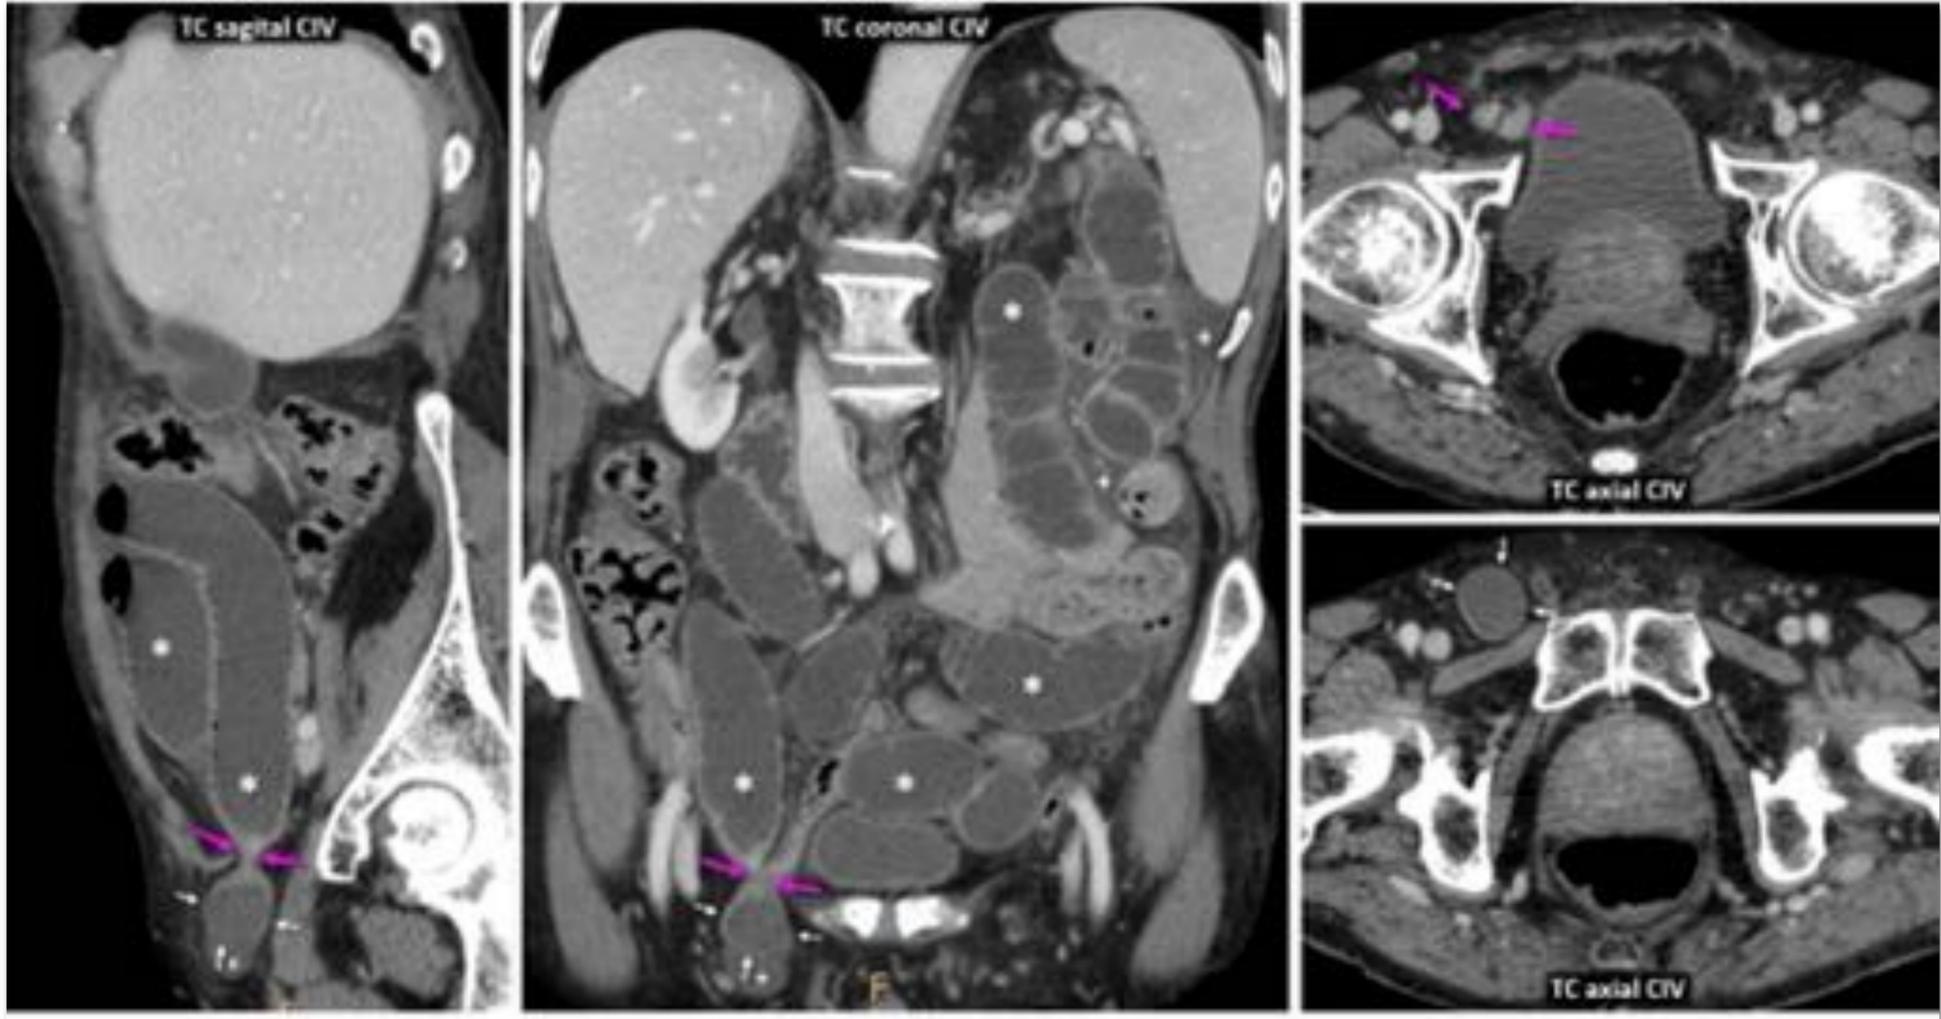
Hernia crural derecha obstructiva y estrangulada en varón de 80 años. Dificultad para discernir el contenido del saco herniario mediante TC. Dilatación intestinal proximal importante (*). Anillo crural estrecho (flechas rosas). Tramo corto de íleon herniado (flechas blancas), con realce mural disminuido en la parte inferior, lo que dificulta discernirlo del líquido intraherniario (+). También hay ascitis. Cirugía: isquemia del asa herniada y peritonitis difusa.
